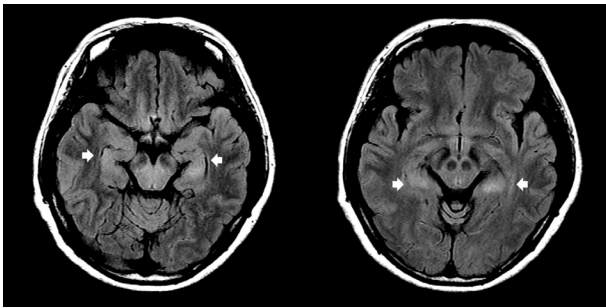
Brain magnetic resonance images on hospital day 2. Fluid attenuated inversion recovery (FLAIR) images show high signal intensities of bilateral hippocampus (arrow).
